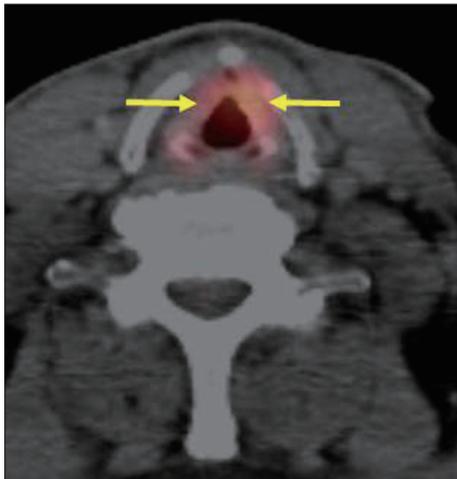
Positron emission tomography revealed FDG uptakes of both vocal folds (arrows).
